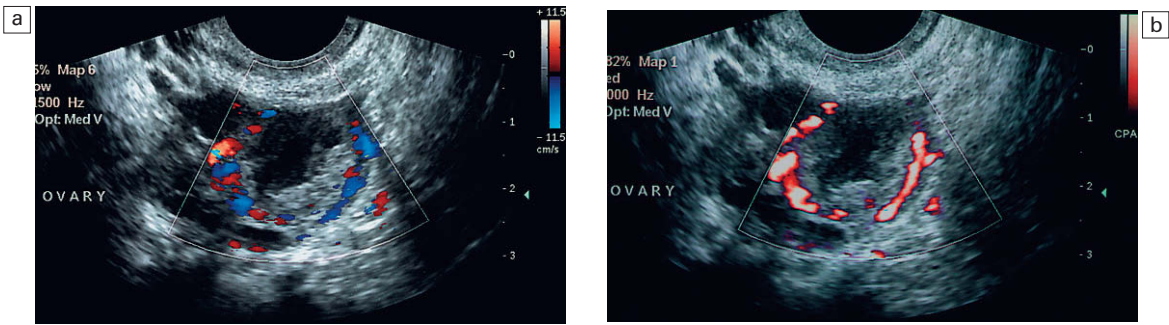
a) Doppler color del flujo circunferencial en el cuerpo lúteo. b) Doppler energía del cuerpo lúteo.
